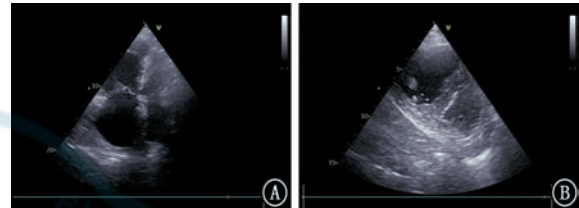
超声心动图显示右心扩大,室间隔向左心室偏移,左心室呈“D”字征 A: 心尖四腔心切面右心扩大; B: 胸骨旁短轴切面右心扩大
